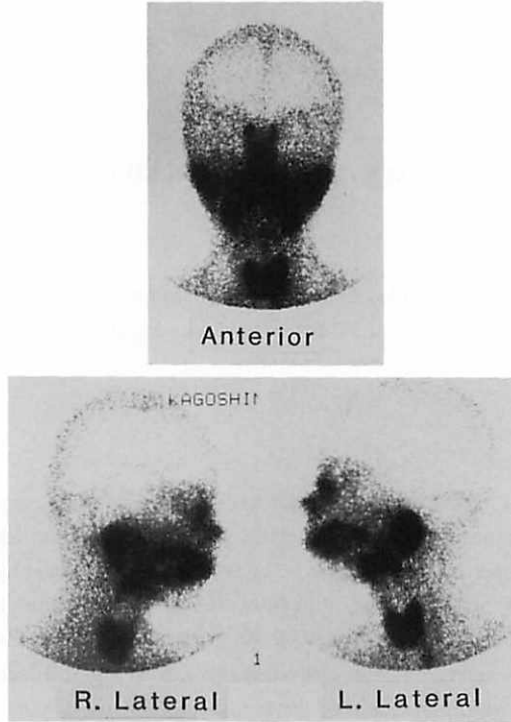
Staic Images of Sialoscintigraphy
